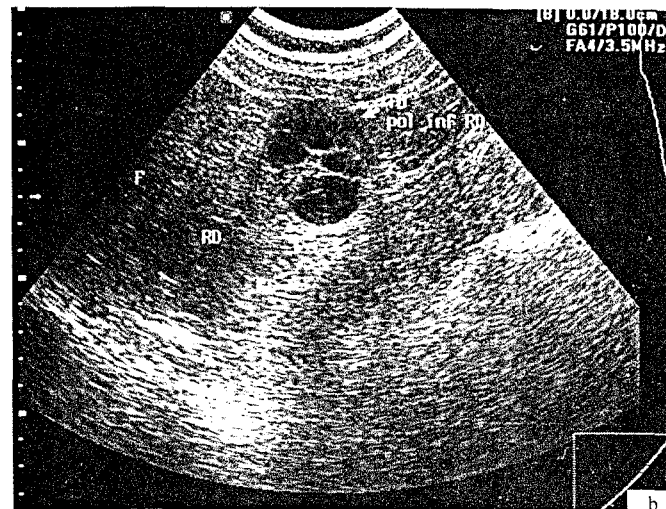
Nefrom chistic multilocular. a - aspect ecografic, b - piesa operatorie.
